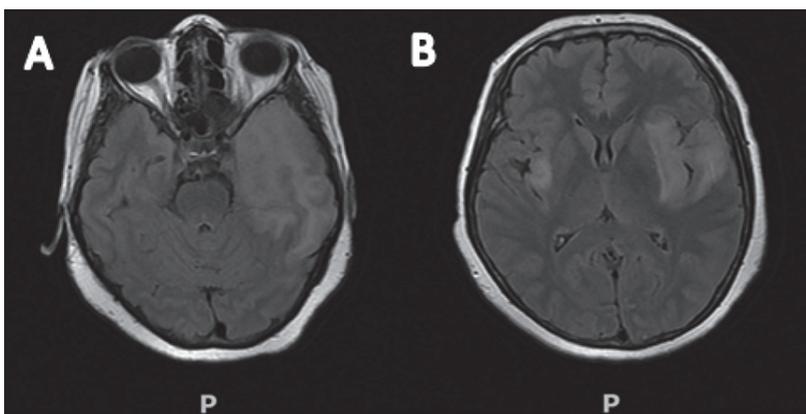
A: Corte axial resonancia de cerebro secuencia FLAIR (*Fluid-attenuated inversion recovery*) a nivel de ganglios basales. B: Corte axial resonancia de cerebro secuencia FLAIR a nivel de lóbulo temporal.
